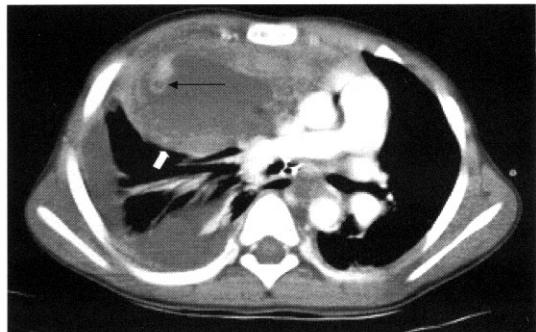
Computed tomography(CT) scan of chest showed large mediastinal mass(thick arrow, maximal diameter:7.8 cm) with fat density(thin arrow) and cystic components, mass effect on the mediastinal structures and right pleural effusion.
